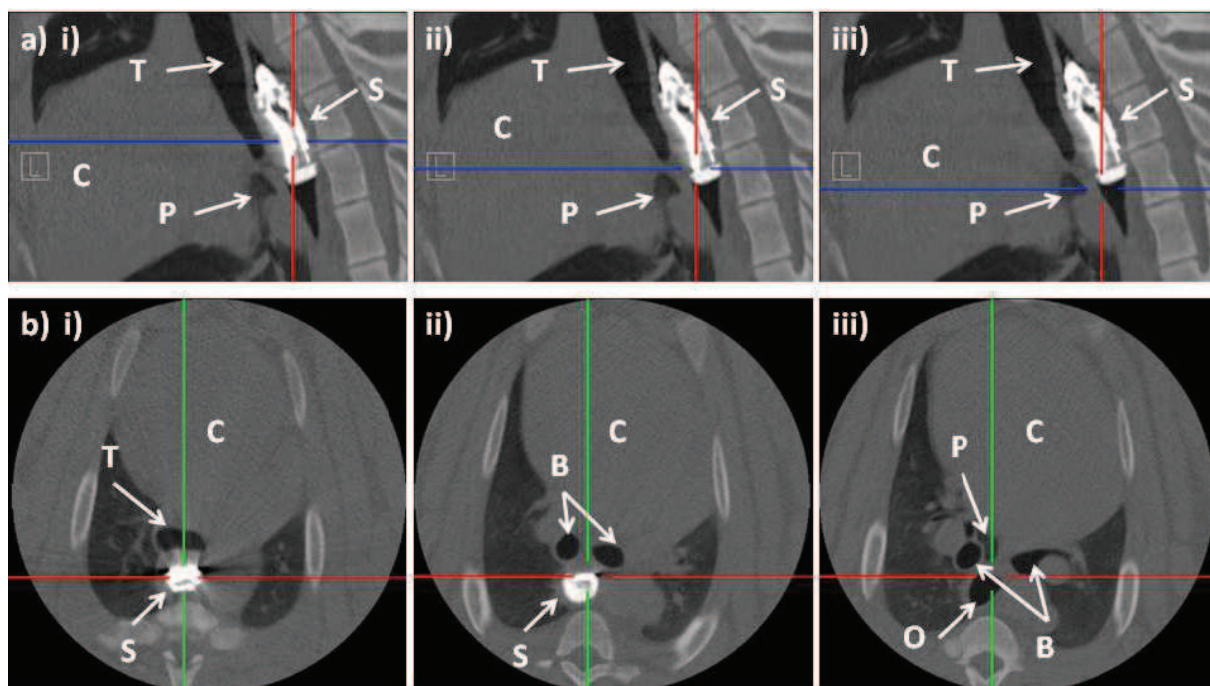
Images CT du porc. La sonde est insérée dans l'œsophage. a) Coupes sagittales réalisées selon le plan sagittal de la tête de sonde ; b) Coupes transversales réalisées selon l'axe bleu représenté sur les coupes sagittales. A chaque coupe transversale est associée la coupe sagittale du dessus. (B : bronches, C : cœur, O : œsophage, P : poumon, S : sonde, T : trachée)
